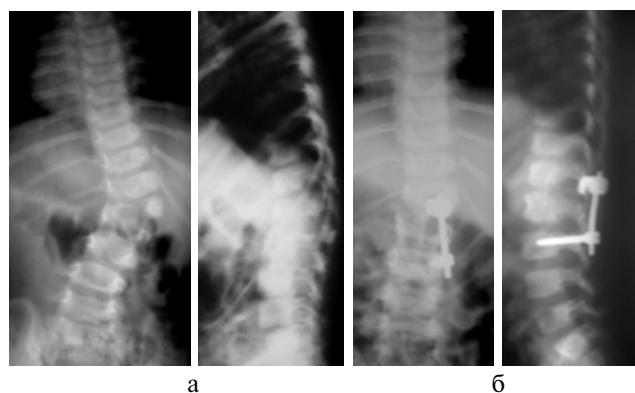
Пациент А. 1г. 6 мес. Врожденный кифосколиоз на фоне заднебокового полупозвонка L<sub>IV</sub> (S): а – рентгенограммы до операции в возрасте 1 г. 6 мес; б – после экстирпации заднебокового полупозвонка, постановки контрактора, заднего спондилодеза и переднебокового корпородеза.
